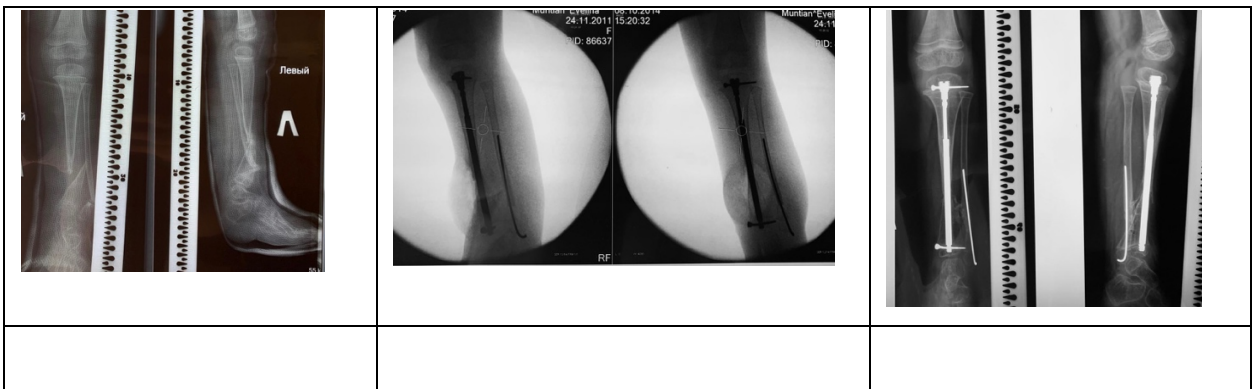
Зовнішній вид та фотовідбитки рентгенограм пацієнтки М., 3 років (Група 2), історія хвороби №86637 діагноз: Уроджений псевдоартроз кісток правої гомілки: а) до лікування; б) після проведеного лікування ; в) через 8 місяців після хірургічного лікування
